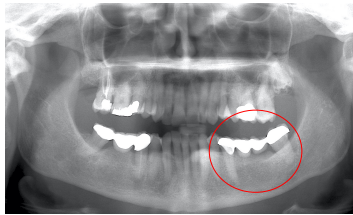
Ortopantomografía. Prótesis parcial fija de 3.5 a 3.8
